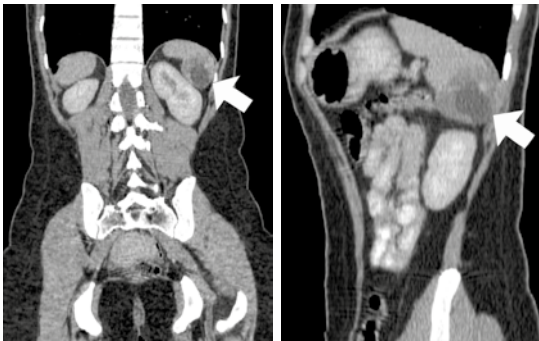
Tomografía contrastada. A) Corte coronal. B) Corte sagital. Lesión hipodensa irregular heterogénea hacia polo inferior del bazo (flecha) con diámetros aproximados de 7 x 5 cm, así como alteración de la grasa adyacente.
